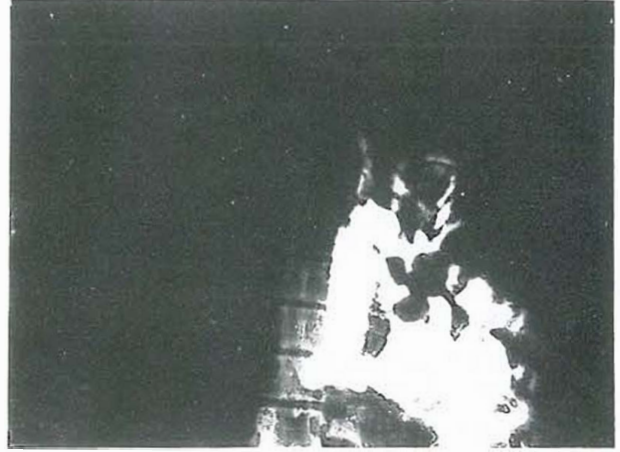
Olgumuzun Akeiğer Grafisi.
